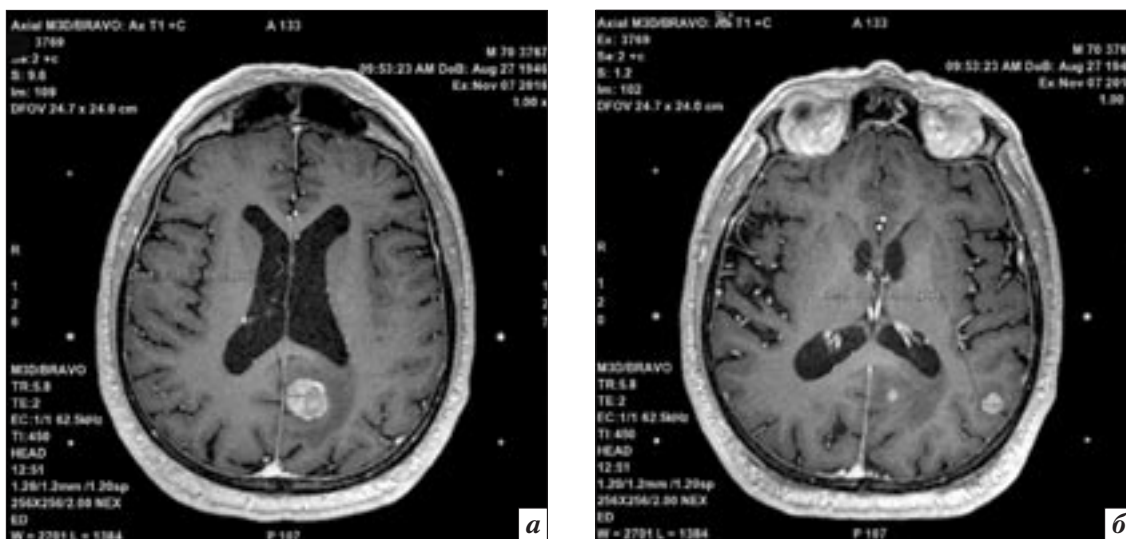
МР-томограммы головного мозга в аксиальной плоскости (а, б), выполненные в режиме T1 FSPGR с внутривенным контрастным усилением (гадобутрол 7,5 мл), в стереотаксической раме, в день проведения CPX. На изображениях в головном мозге определяются очаги патологического повышения МР-сигнала округлой формы, соответствующие метастазам. По периферии очагов расположена зона умеренно пониженного МР-сигнала, не имеющая четких границ, соответствующая отеку
